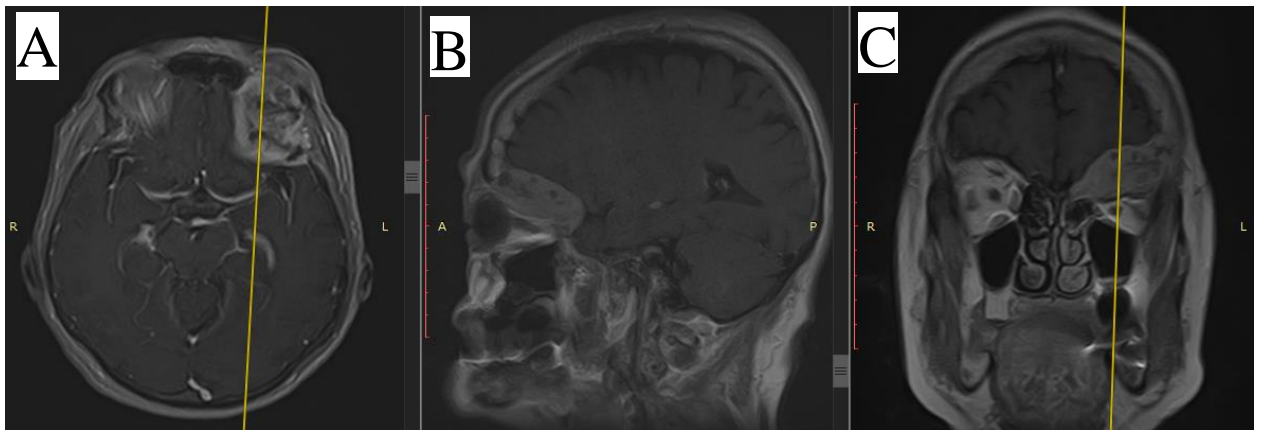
МРТ головного мозга после внутривенного контрастирования в режиме T1 в аксиальной (А), сагиттальной (В) и коронарной (С) проекциях. МР-картина новообразования переднего основания черепа, с распространением на медиальную, верхнюю и латеральную стенки левой орбиты, неравномерно накапливающая контрастное вещество (И/б 19161/С2021)
